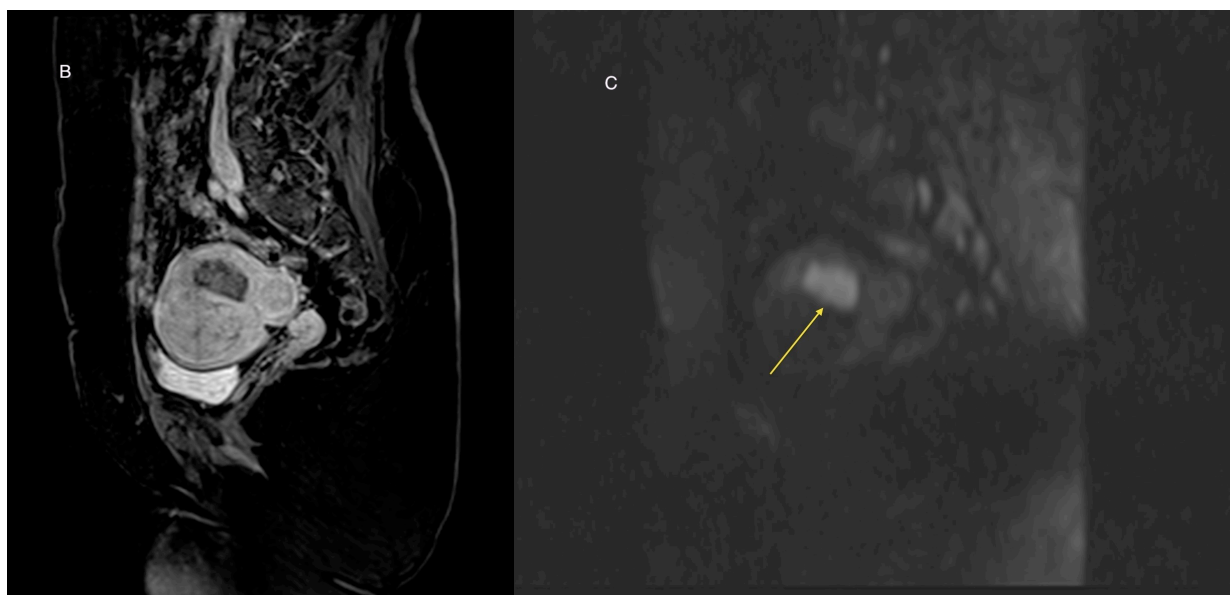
paziente di 56 anni affetta da carcinoma dell'endometrio. A immagine T2-pesata: formazione di aspetto polipoide ipointensa rispetto al miometrio. B T1-Vibe post-contrasto: lesione che mostra c.e. C: DWI con b=1000 mm²/s si nota area di netta iperintensità
